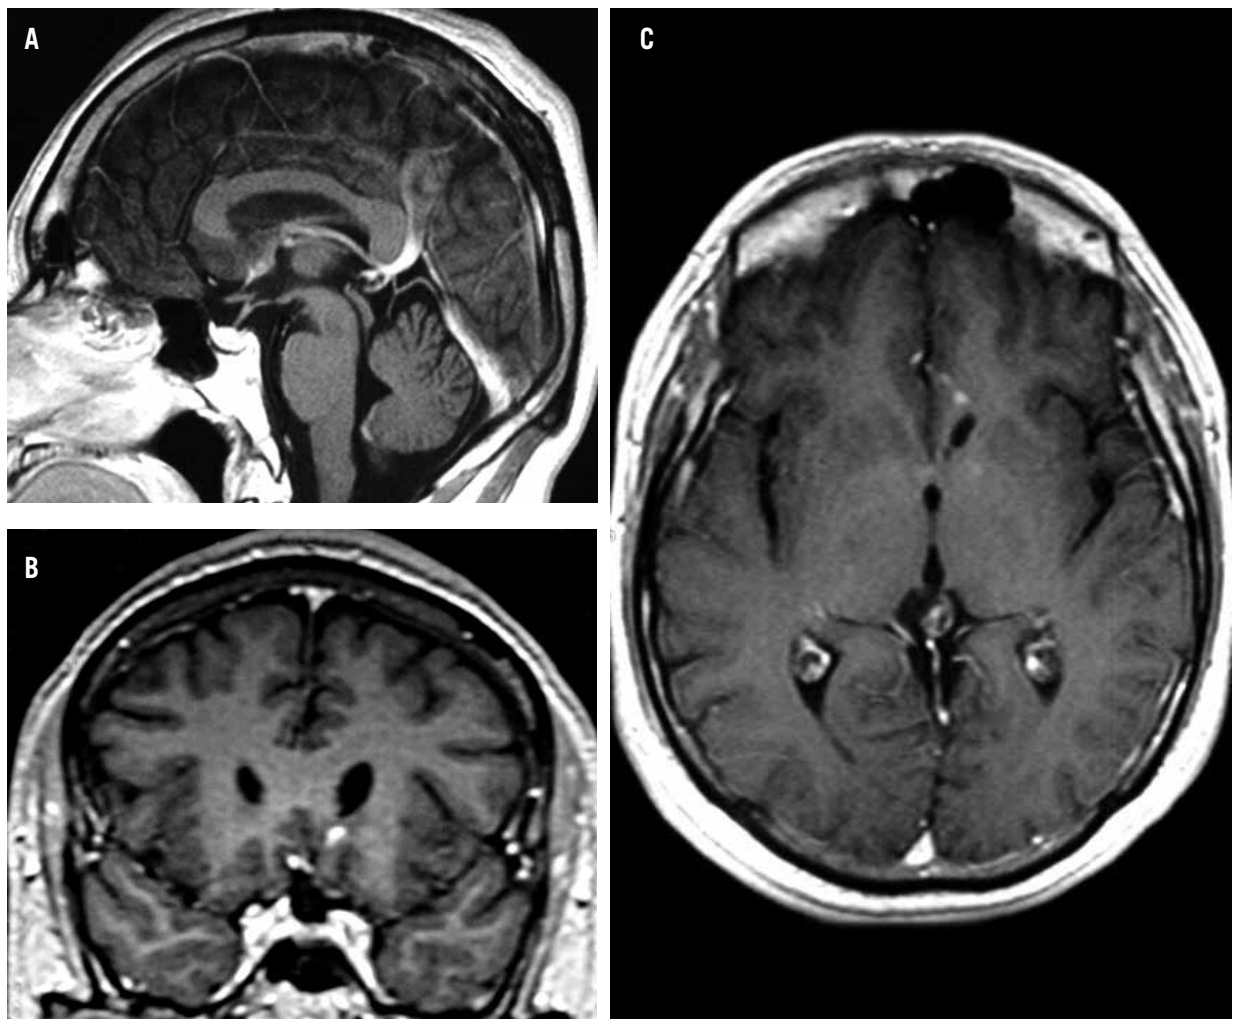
Imagen de resonancia magnética en corte: sagital (A), coronal (B) y axial (C) en T1 contrastada con gadolinio.
